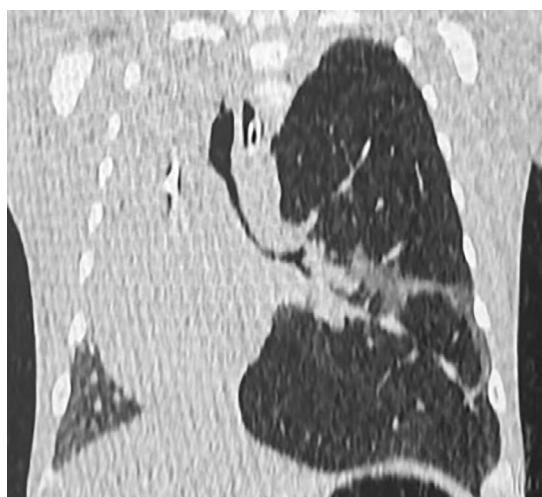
Tomografía de tórax: parénquima pulmonar con sobredistensión del lóbulo superior izquierdo, con datos de oligohemia y con desplazamiento mediastinal hacia la derecha, y atelectasia pasiva contralateral en lóbulo inferior derecho.
